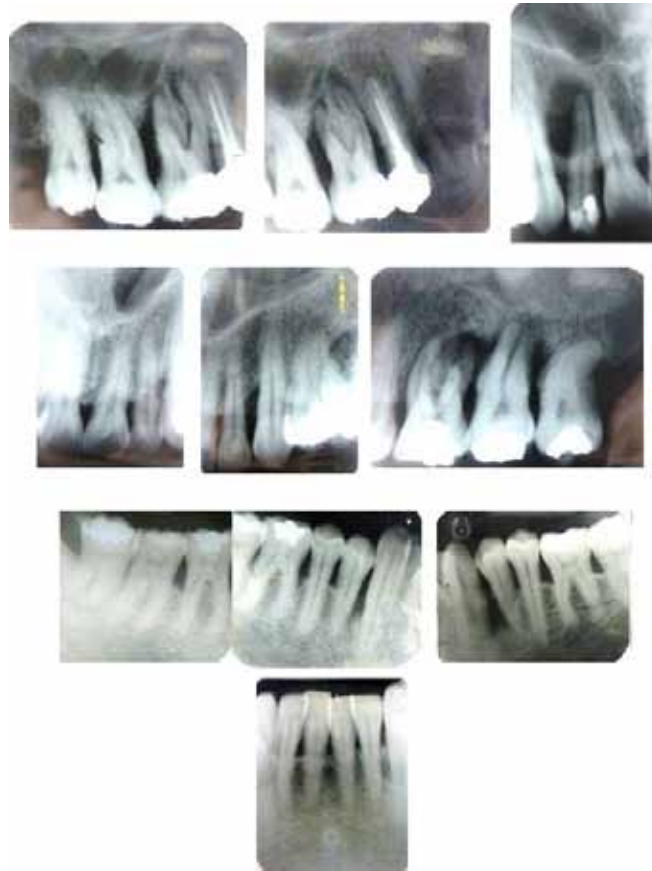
Serie radiográfica periapical de diagnóstico inicial
